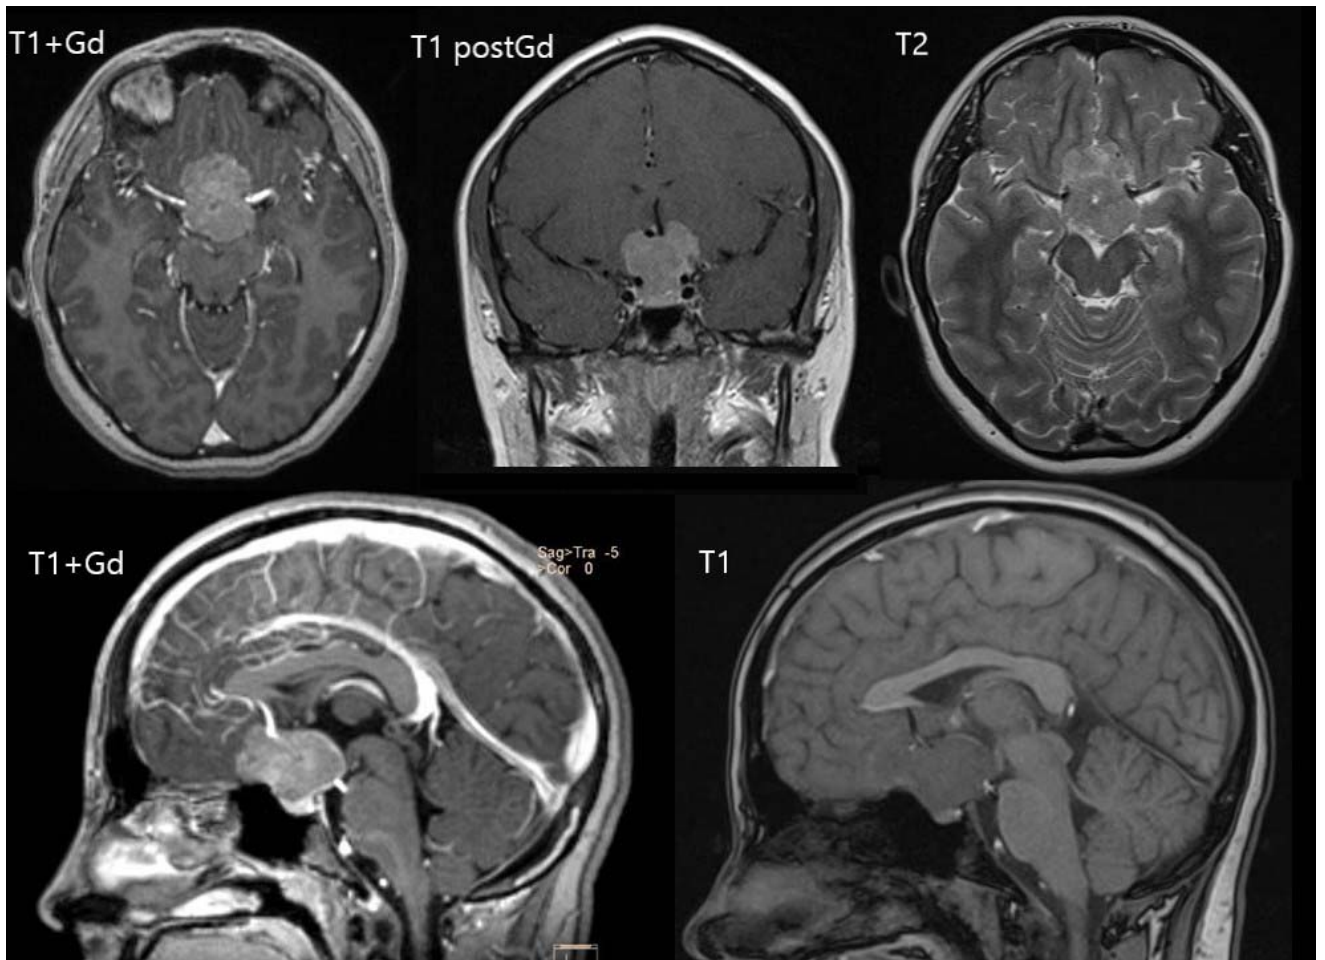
МРТ девочки 12 лет с быстро прогрессирующим снижением зрения. Супраселлярная менингиома с накоплением контраста, смещающая структуры ХСО рострально и кзади, без дурального матрикса, не инфильтрирующая прилежащие ткани головного мозга
